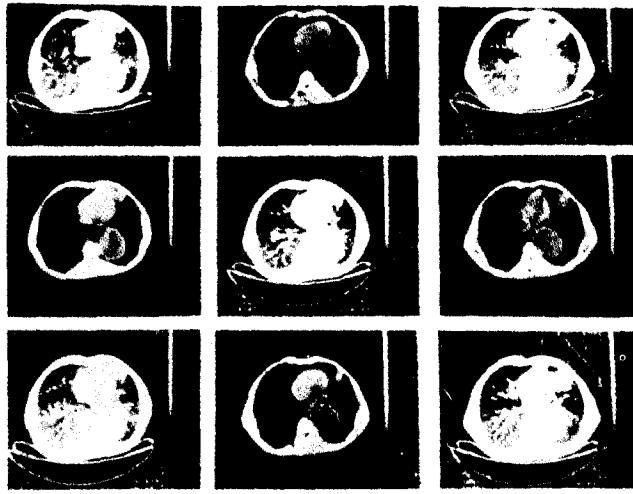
수술전 肺부 컴퓨터 단층촬영소견
